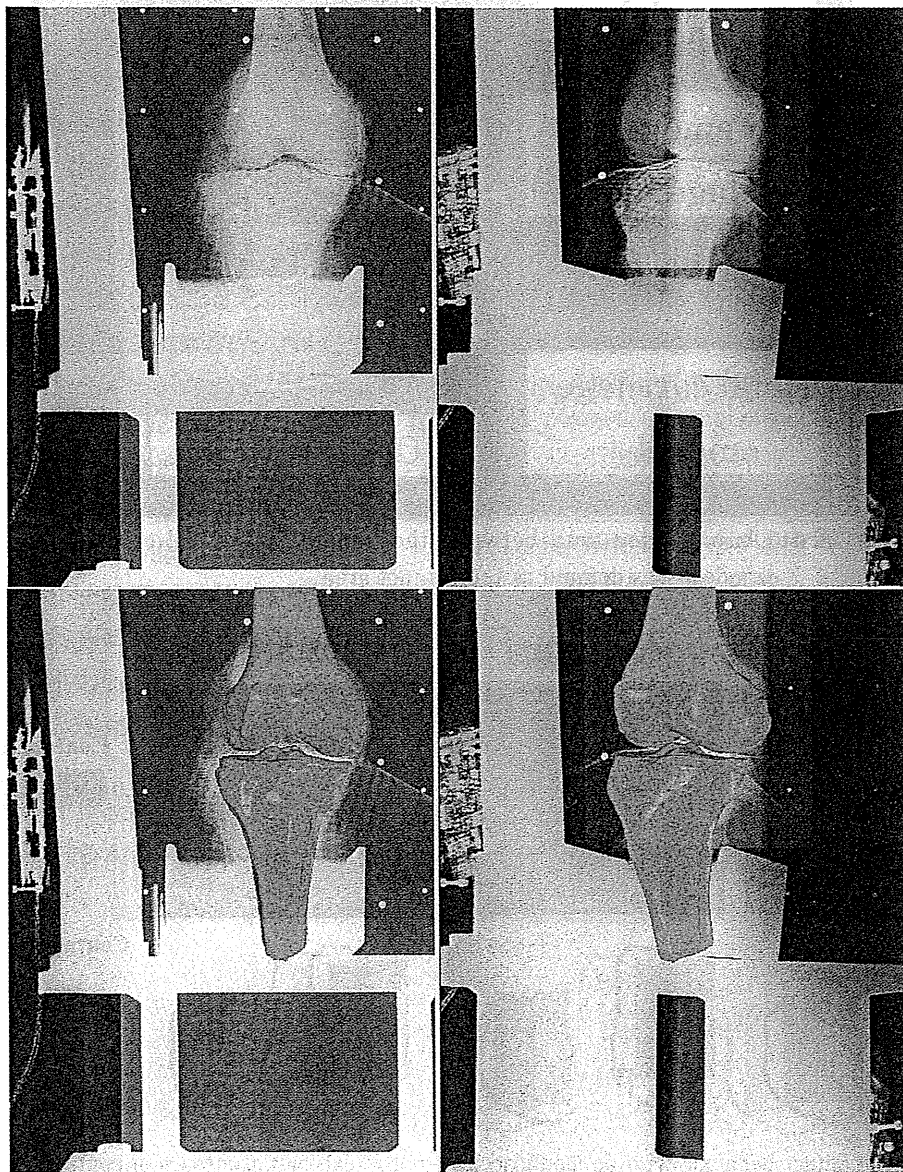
3D femoral and tibial bone models overlaid on bi-plane radiographs.
